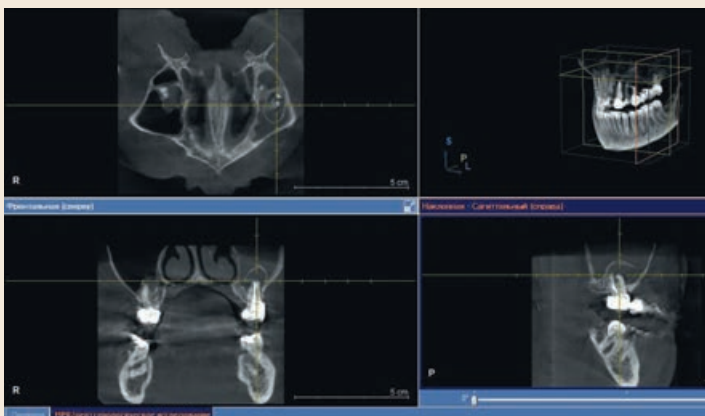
КТ- картина хронического периодонтита 27-го зуба, осложненного верхнечелюстным синуситом
